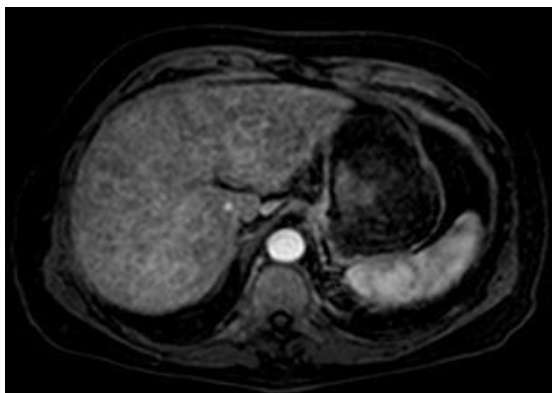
Magnetic resonance imaging. Fibrosis of the liver - T1-weighted image after contrast enhancement. Multiple non-contrast dot inclusions are revealed in the liver parenchyma.
